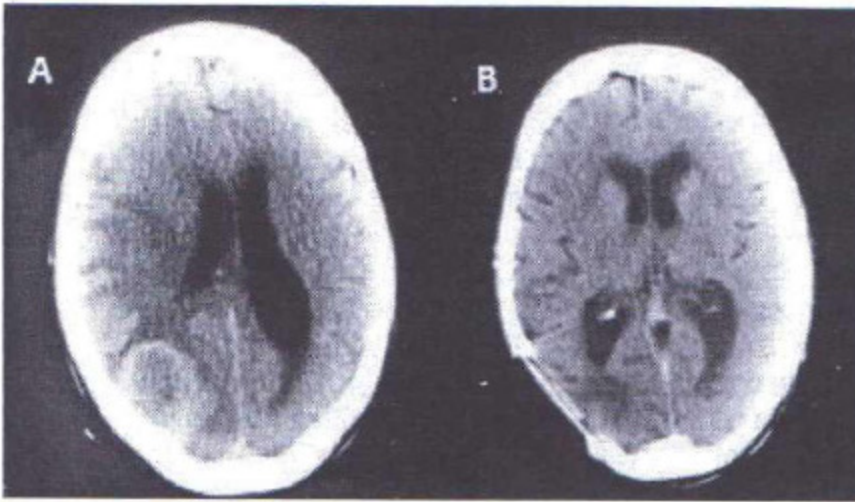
Caso 13. A-B: Tomografía de encéfalo pre y post quirúrgica que evidencia meningioma anaplásico de la convexidad parietal derecha.
